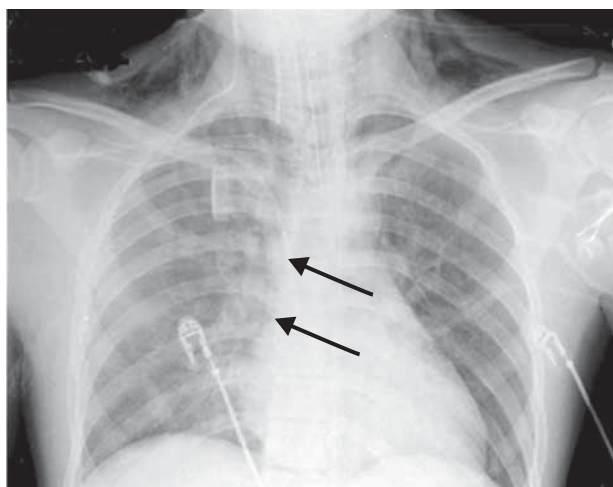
Radiografía PA de tórax donde se puede observar enfisema subcutáneo y el aire delimitando la silueta cardíaca y el pulmón derecho (flechas).
